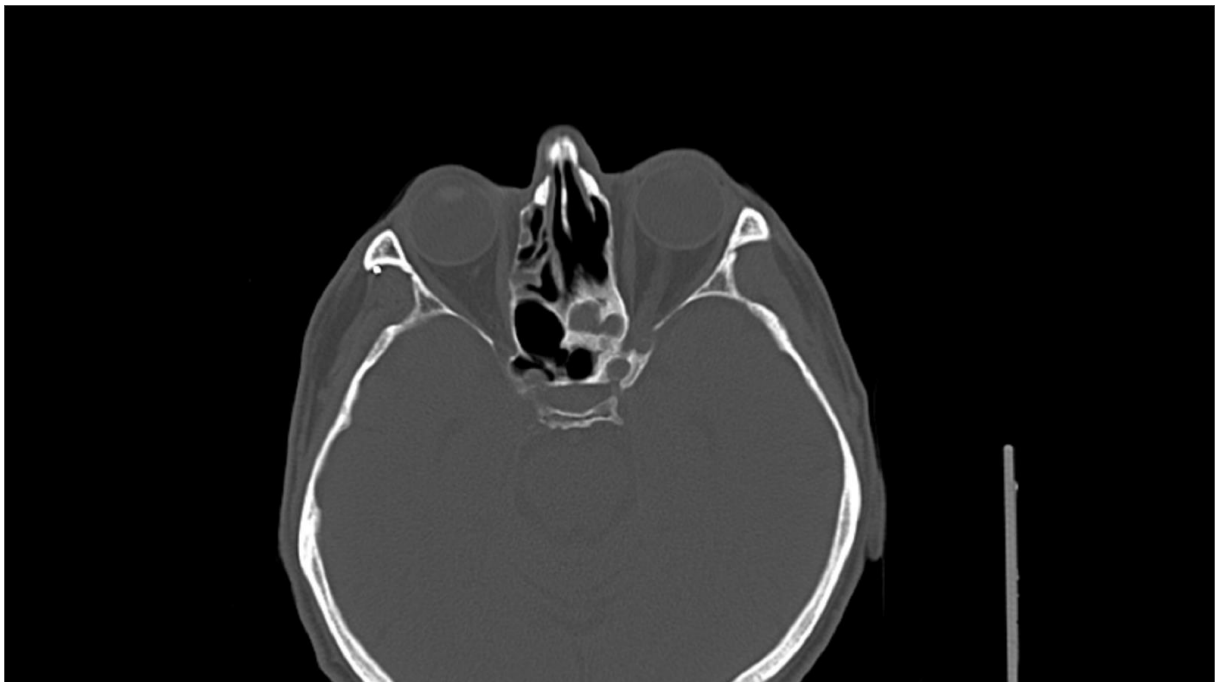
CT snimka istog sa slike 2. Prikaz u tzv. „mekotkivnom prozoru“. Prema CT snimci postoji destrukcija septuma, zahvaćanje oba kavuma i destrukcija lijeve lamine papiraceae.
